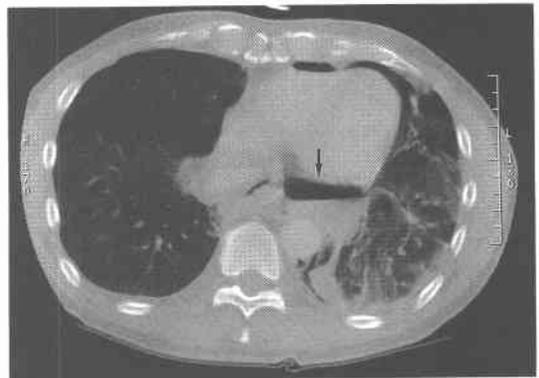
Computed tomography scan of the chest demonstrating a left lower mediastinal fluid collection (arrow).
